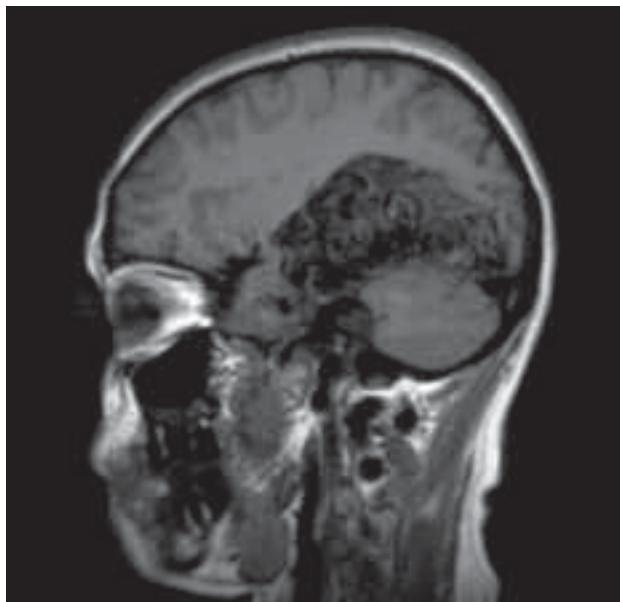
Resonancia magnética de cráneo en corte sagital en T1 el cual demuestra malformación arterio-venosa con componente infra y supratentorial.
